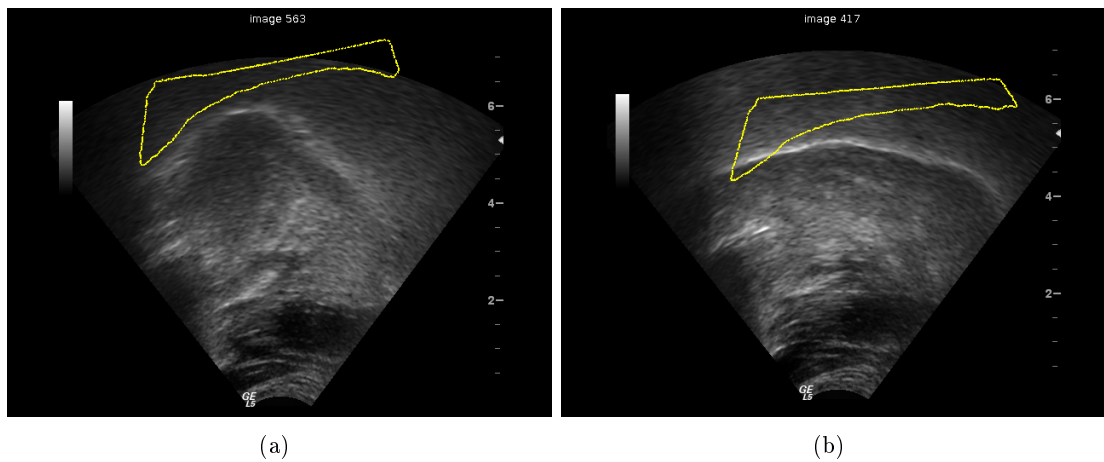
Exemples de contours de palais extraits de données IRM et superposés après recalage dans les images US : (a) /u/ de /au/, (b) (a) transition /g/ → /e/ de «nager».
